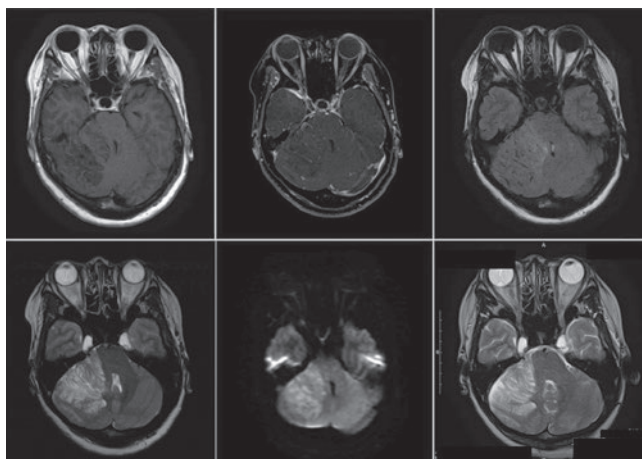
MRI画像 上段 左: T1WI, 中央: GdT1WI, 右: FLAIR
